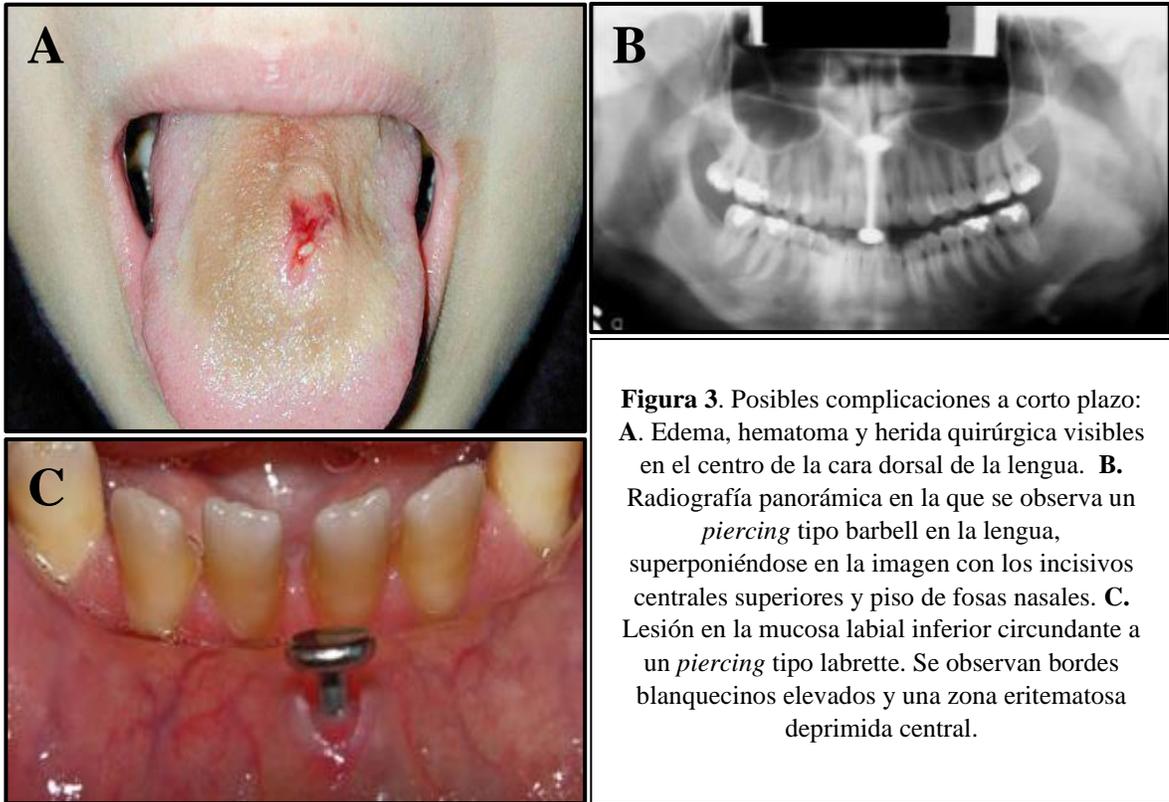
Posibles complicaciones a corto plazo: A. Edema, hematoma y herida quirúrgica visibles en el centro de la cara dorsal de la lengua. B. Radiografía panorámica en la que se observa un *piercing* tipo barbell en la lengua, superponiéndose en la imagen con los incisivos centrales superiores y piso de fosas nasales. C. Lesión en la mucosa labial inferior circundante a un *piercing* tipo labrette. Se observan bordes blanquecinos elevados y una zona eritematosa deprimida central.
